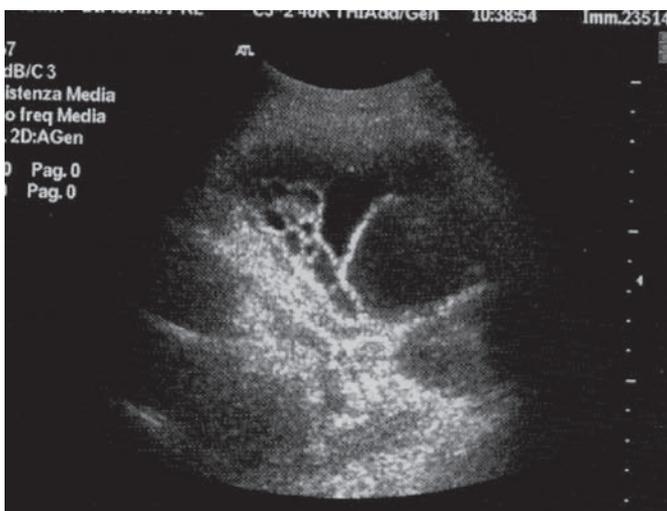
Ecografia del torace: versamento pleurico complesso.
